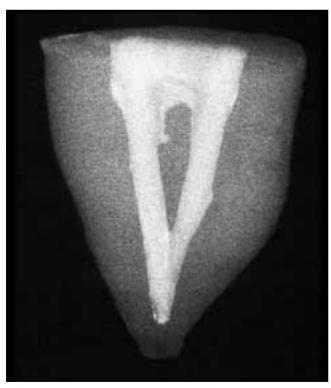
Röntgenbild eines wurzelgefüllten Zahnes vom Typ II. Beide Kanäle verlassen getrennt die Pulpahöhle und vereinigen sich vor dem Apex, um aus einem Foramen auszutreten
